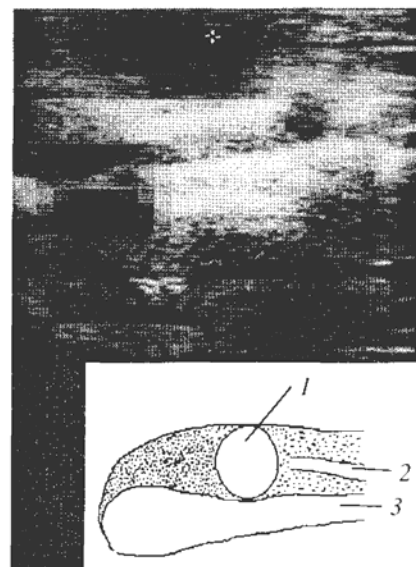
ИОУЗИ больной О. – инсулинома, располагающаяся в теле поджелудочной железы позади панкреатического протока. 1. Инсулинома. 2. Главный панкреатический проток. 3. Селезеночная вена.
